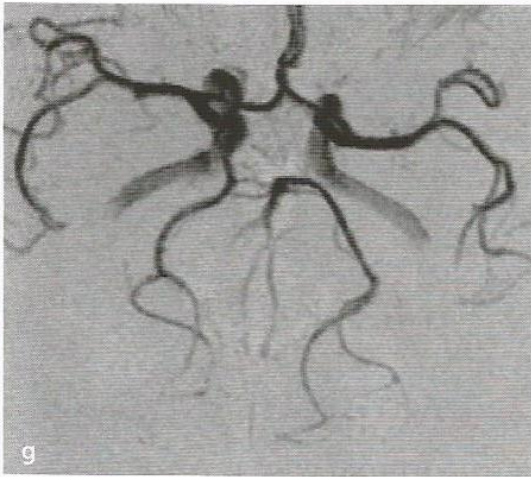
A angiorressonância magnética (ARM) de seguimento também mostra recanalização da artéria cerebral média (compare com b). h. Imagem em sequência FLAIR em T2. Apesar da recanalização rápida da artéria cerebral média direita, o infarto tinha
